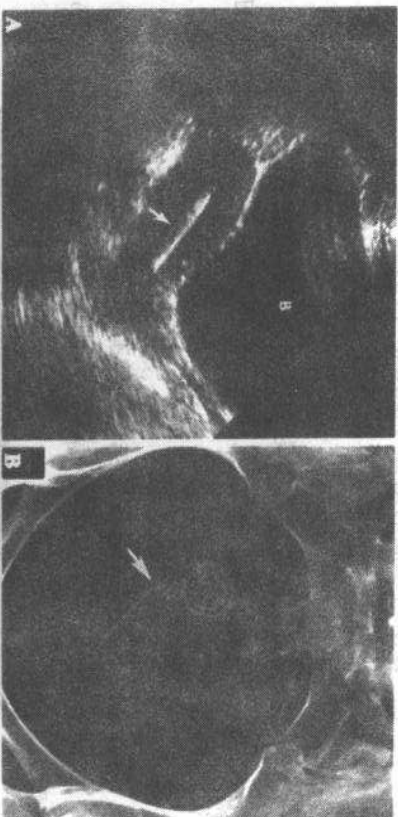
A 超声显示宫内节育器(箭头)为线样强回声结构。膀胱=B。B, 盆腔平片显示 IUD(箭)
